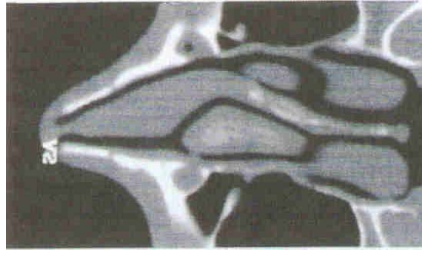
TC axial a través de una nariz con desviación septal e hiperplasia/hipoplasia compensatoria de los cornetes.
